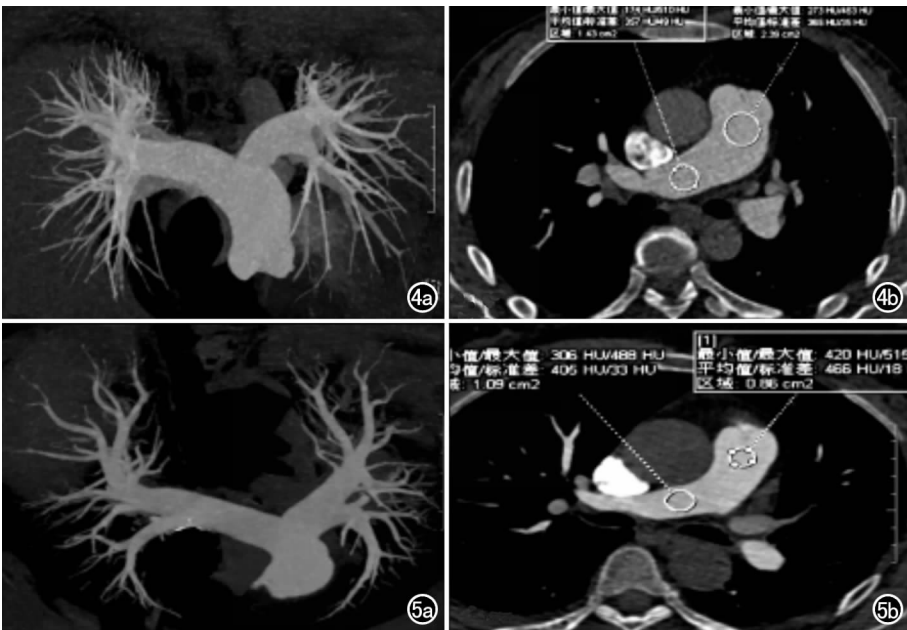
C 组,对比剂 270 mg I/mL,注射流率 4.5 mL/s。a) MIP 图像血管边缘锐利,评分 2 分; b) 肺动脉主干 CT 值 365 HU,噪声 35,SNR 10.4,CNR 8.4,右肺动脉 CT 值 357 HU,噪声 49,SNR 7.3,CNR 5.9。 图 5 D 组,对比剂 270 mg I/mL,注射流率 5.0 mL/s。a) MIP 图像显示血管边缘锐利,评分 1 分; b) 肺动脉主干 CT 值 466 HU,噪声 18,SNR 25.7,CNR 22,右肺动脉 CT 值 405 HU,噪声 35,SNR 11.6,CNR 9.6。
